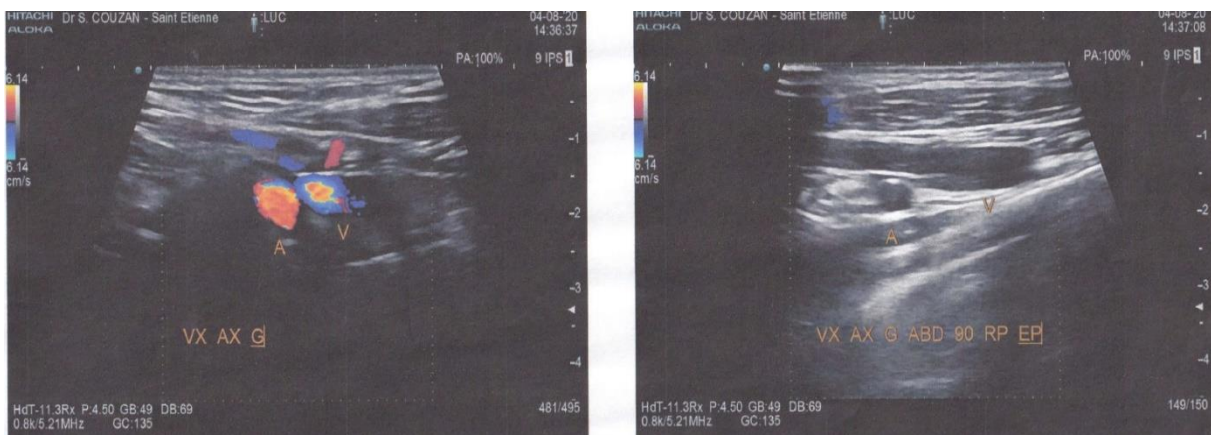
Echo-doppler de cette patiente, avec arrêt complet du flux sanguin artériel et veineux sub-clavier, lors de l'abduction à 90° du bras et rétropulsion de l'épaule
